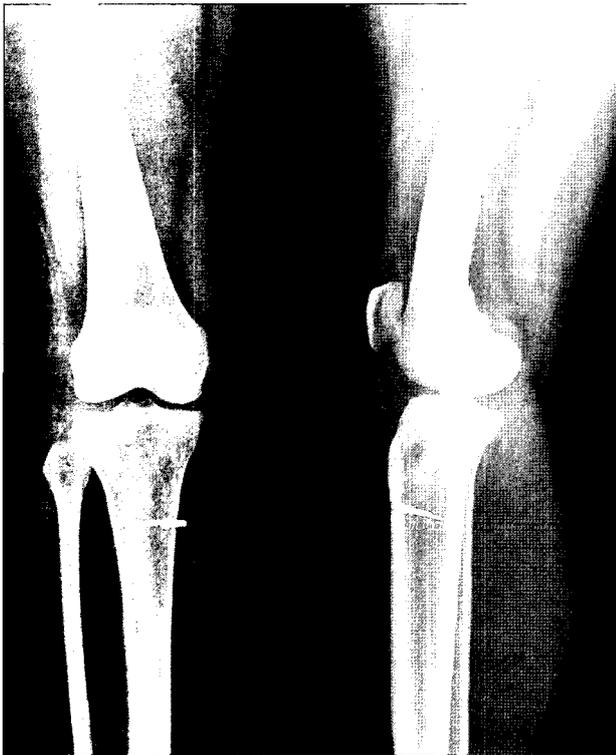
Postoperative X-ray was shown anatomic primary repair of lateral collateral ligament using tunnel method at fibular attachment site and lateral capsule was repaired using suture anchor in acute posterolateral rotatory instability. Combined injury of the anterior cruciate ligament was reconstructed using achilles tendon allograft.
